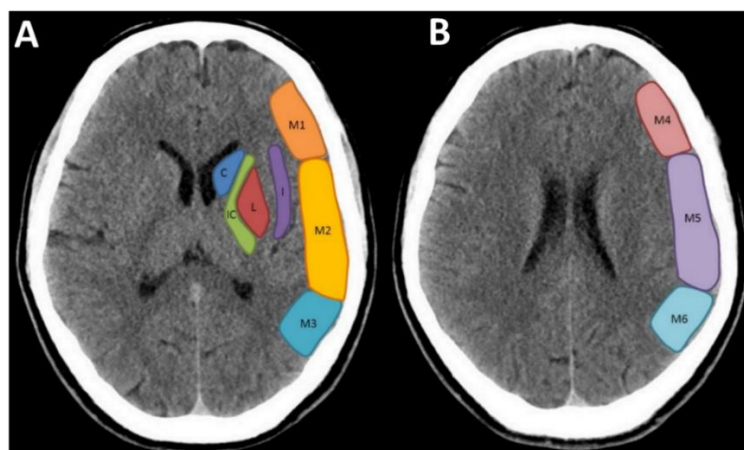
Identificação anatômica para áreas do território ACM para avaliação da escala de ASPECTS. A: corte a nível dos gânglios da base; B: corte a nível da corona radiata; C: caudado; IC: cápsula interna; L: núcleo lentiforme; I: córtex insular (Alwalid, 2019b)
